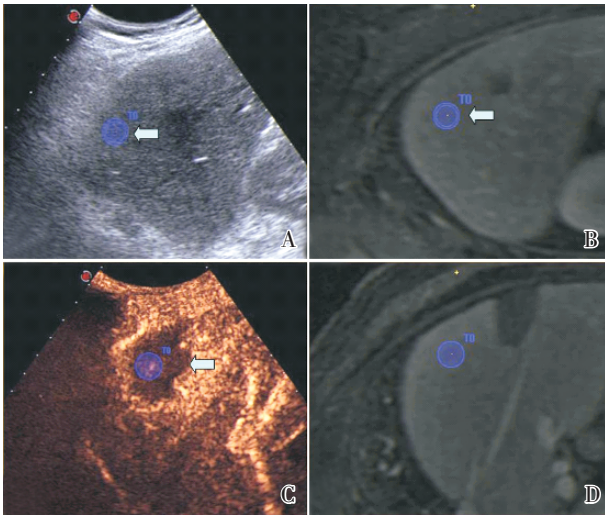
导航定位病灶及导航超声造影术中即时评价消融效果
